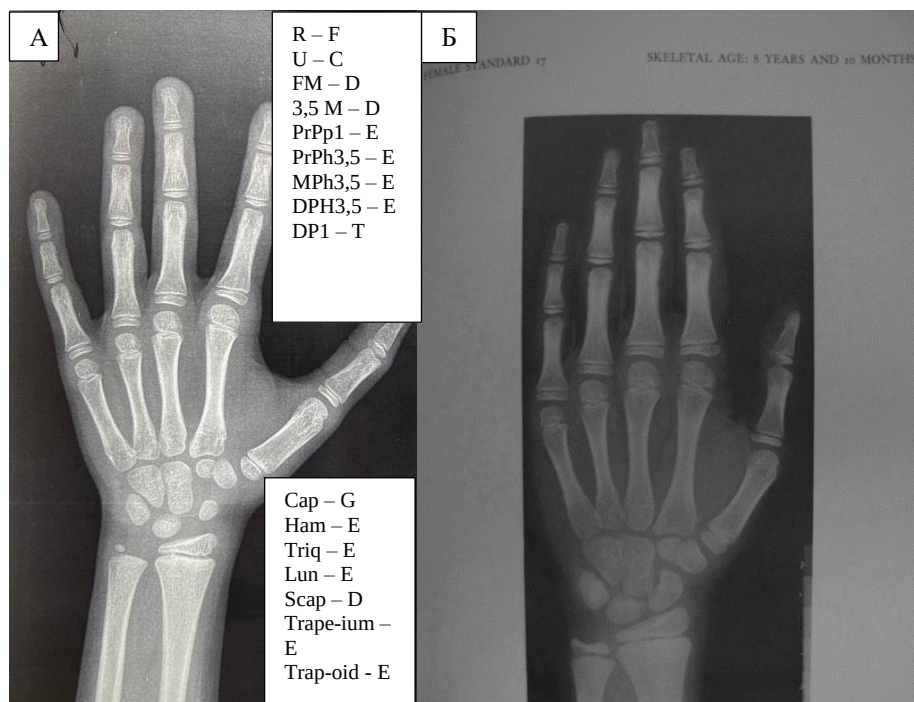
Оценка костного возраста по кисти. А. Рентгенограмма пациентки А. 9 лет, буквенная оценка костей кисти. Б. Сравнительная оценка по атласу Greulich and Pyle. В атласе представлена рентгенограмма девочки возрастом 8 лет 10 месяцев. В. Оценка костного возраста по каждой кости запястья и кисти
